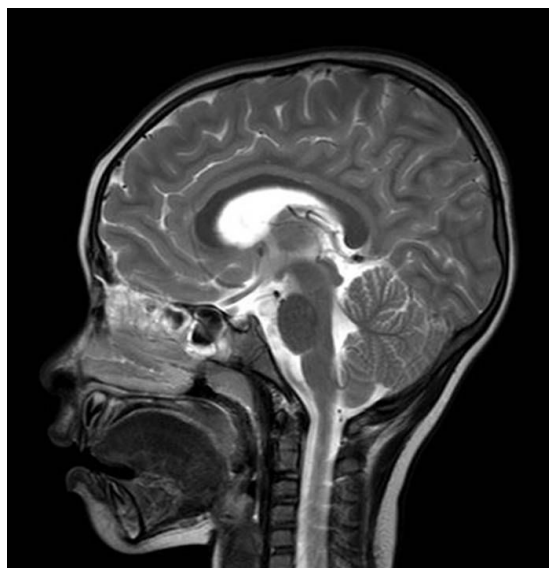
Brain MRI (Sagittal plane) shows no evidence of abnormal lesion.
